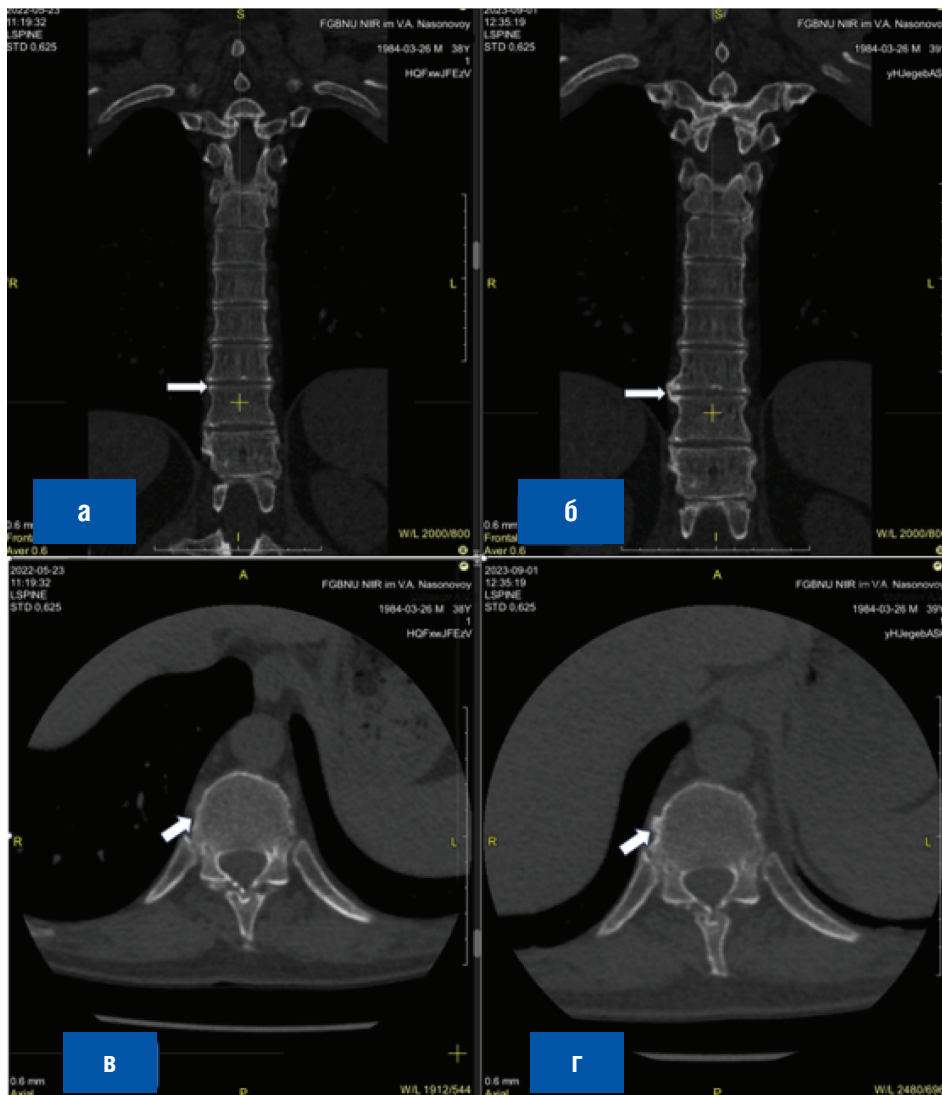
Мультиспиральные компьютерные томограммы грудного отдела позвоночника больного У.А.В.: а, б – фронтальный срез; в, г – аксиальный срез; а, в – при включении в исследование в 2022 г.; б, г – через 16 мес. (в 2023 г.); стрелка указывает на образование нового синдесмофита
